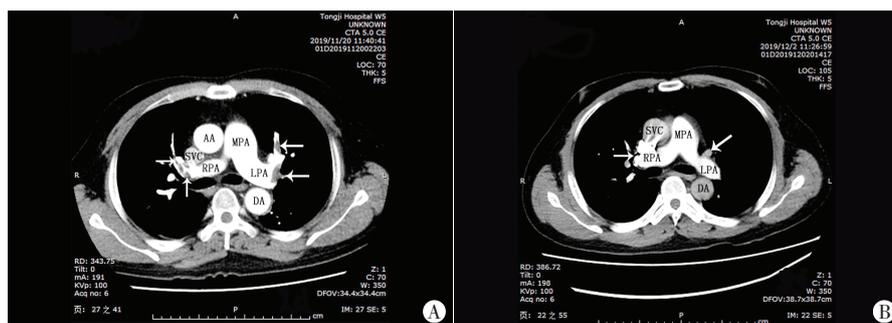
患者入院时及治疗后CT-肺动脉血管增强成像图
